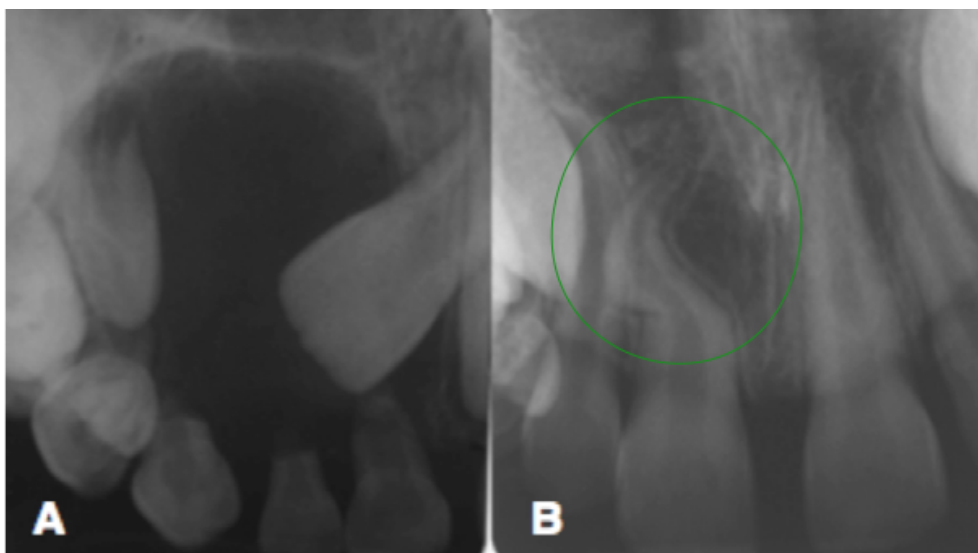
A) Radiografia periapical inicial evidenciando a coroa do dente 11 envolvida por uma lesão radiolúcida, unilocular e de bordas definidas. B) - Radiografia periapical de 15 meses de pós-operatório evidenciando a ausência de recidiva da lesão cística e dilatação radicular do dente 11.
